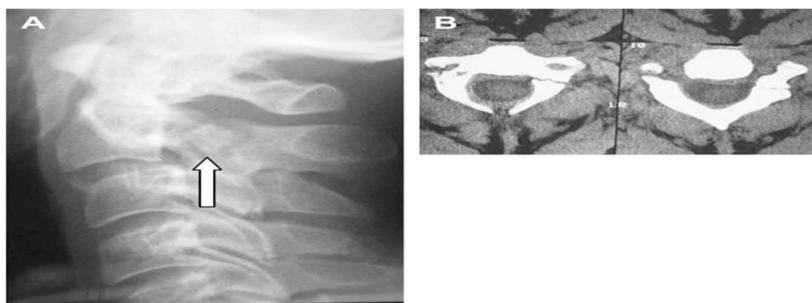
Fracture bi pédiculaire de C2 sur une radiographie latérale (A) et une vue axiale du CTScanner (B). (673)
